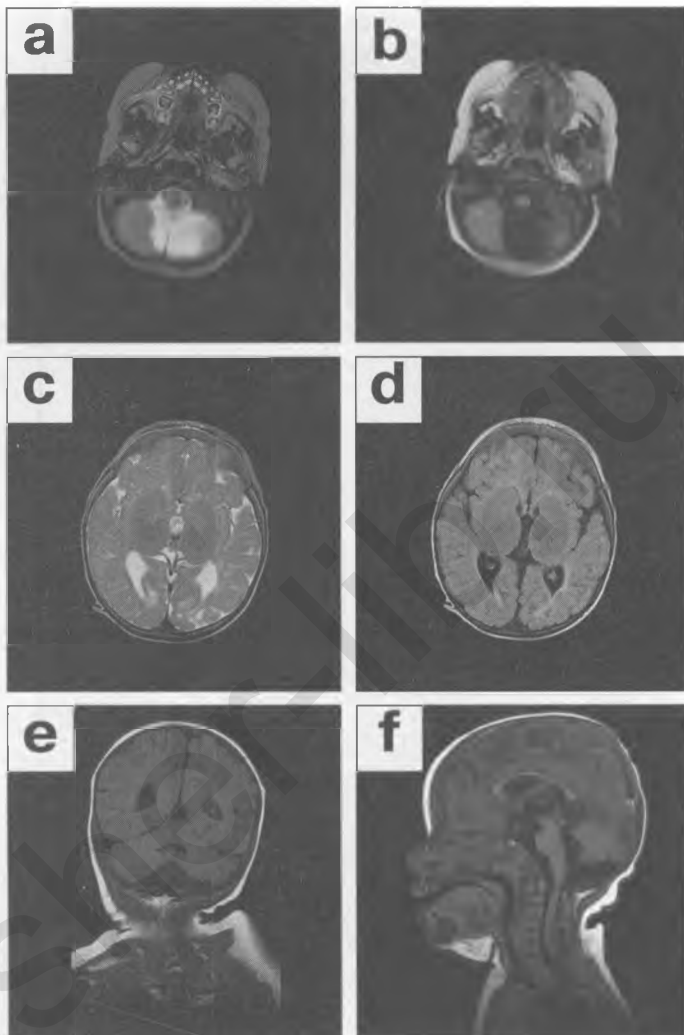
Пациентка В.С., 1 год (у матери наблюдался выраженный токсикоз в конце первого триместра беременности), гипоплазия полушарий головного мозга с компенсаторной смешанной гидроцефалией, субарахноидальная киста левой височной доли, дисгенезия мозолистого тела. На аксиальной TSE T_2 -взвешенной томограмме (а) в левой височной доле выявляется субарахноидальная киста, на более высоком срезе (b) и на FLAIR T_2 -взвешенном изображении (c) определяется расширение боковых желудочков (с их незначительной деформацией), третьего желудочка, борозд и субарахноидальных пространств лобных и частично теменных долей. Указанные изменения подтверждаются на коронарной МР-миелограмме (d) и T_1 -взвешенных изображениях, полученных с помощью SE (e) и GE (f). Мозолистое тело истончено, что хорошо видно на GE T_1 -взвешенном изображении (f).
